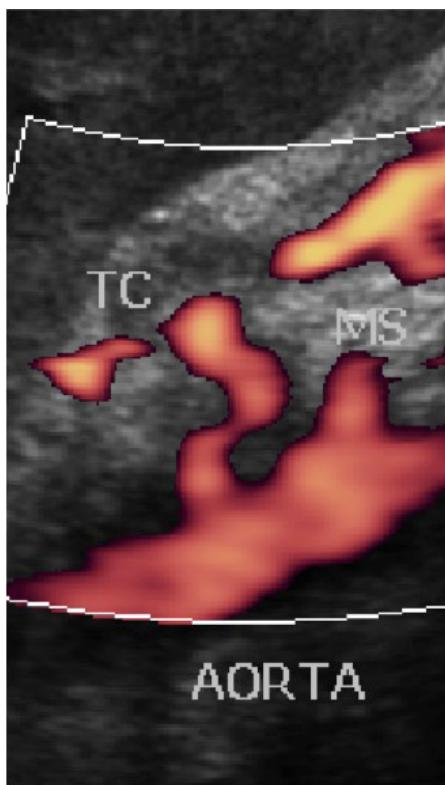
Eco-Doppler realizado após a secção do ligamento arqueado mostrando a ausência de compressão do tronco celíaco, restando apenas uma estenose residual com dilatação pós-estenótica. TC = tronco celíaco; MS = mesentérica superior.
